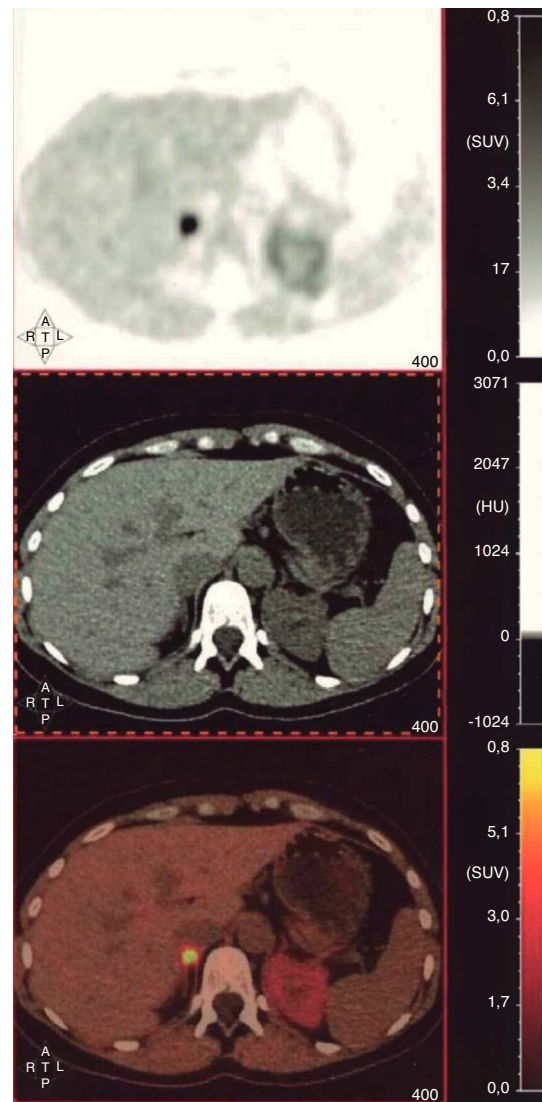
Tomografía por emisión de positrones con ^{18}F -dihidroxifenilalanina (^{18}F -DOPA-PET-TC). Cortes axiales a nivel abdominal (SPECT, TC y fusión). Se observa un marcado aumento de captación de la glándula suprarrenal derecha (SUV-máx=9,59), en ausencia de un aumento estructural de la glándula en el estudio TC, compatible con feocromocitoma. La actividad de la glándula suprarrenal izquierda es de características normales. No se aprecian depósitos focales en la región cervical, torácica, abdominal y pélvica sugerentes de paraganglioma y/o metástasis.
